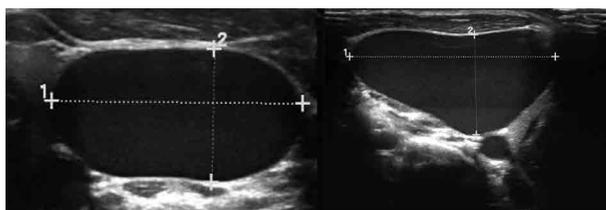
Ecografia de reavaliação dois meses depois. Dilatação da veia jugular interna esquerda (24 x 13 mm) (A) e da veia jugular interna direita (36 x 19 mm) (B) durante a manobra de Valsalva.
